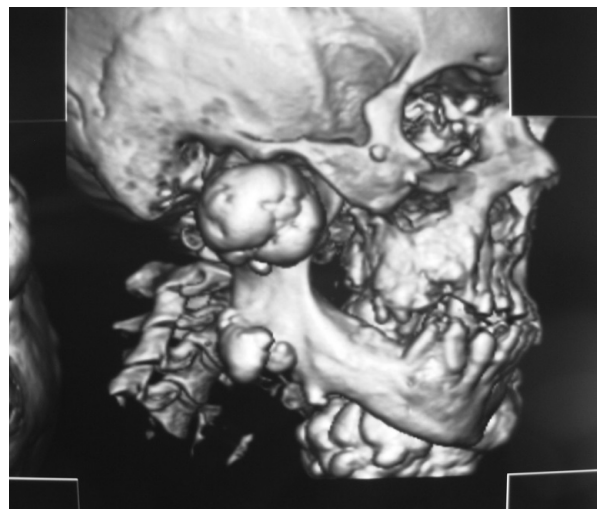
Tomografía computarizada con reconstrucción 3D. Vista lateral izquierda. Se visualizan dos lesiones osteofíticas, la de mayor tamaño involucra cóndilo, apófisis coronoides y escotadura sigmoidea; la lesión de menor tamaño compromete ángulo mandibular.
